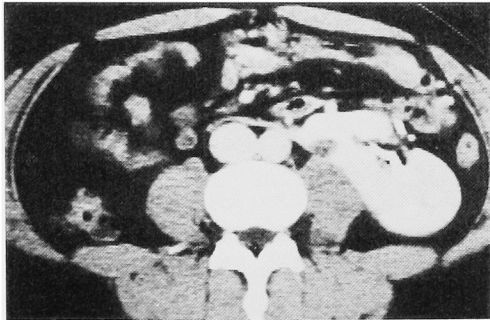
Abdominal CT scan shows low density area; contact with left kidney.
